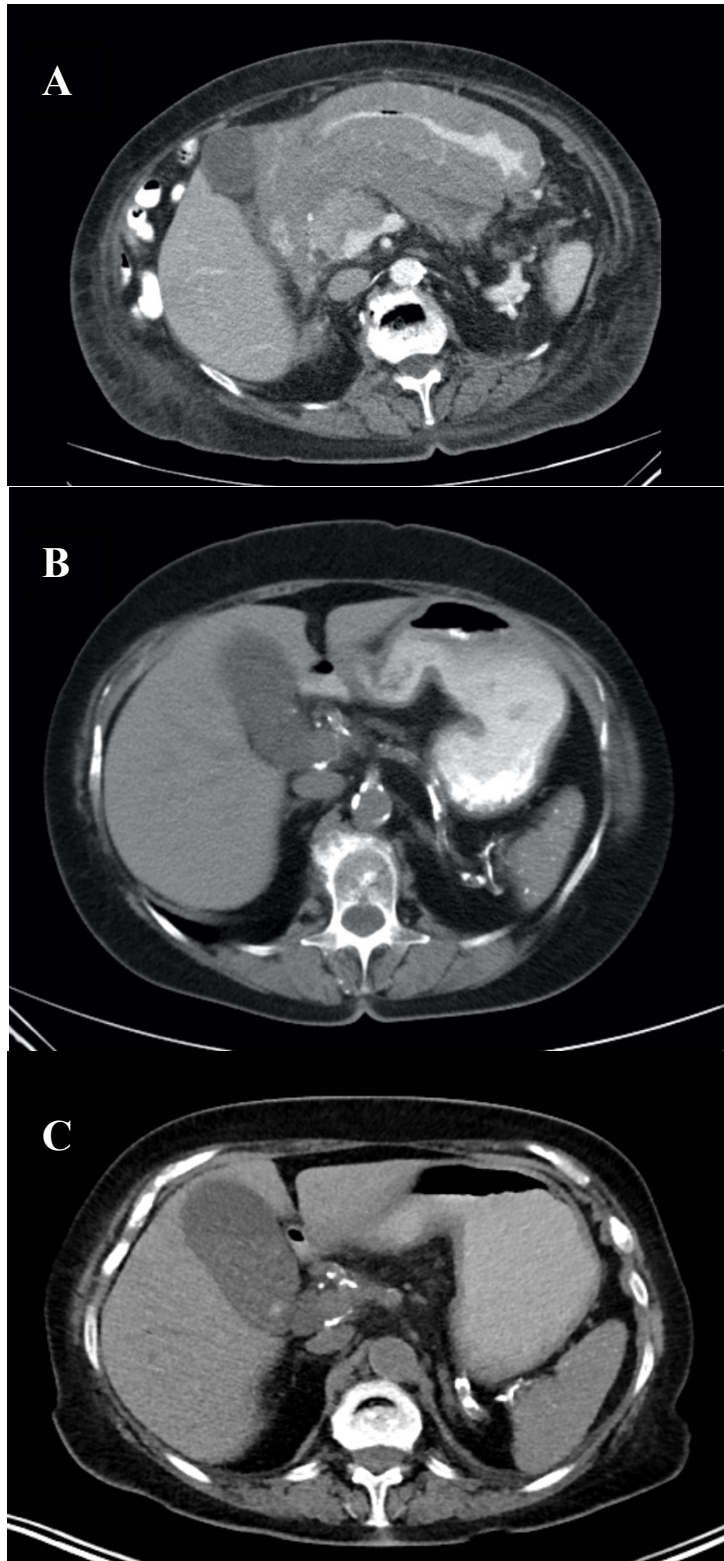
CT-Abdomen Transversalschnitt Verlaufsbilder LYM02
